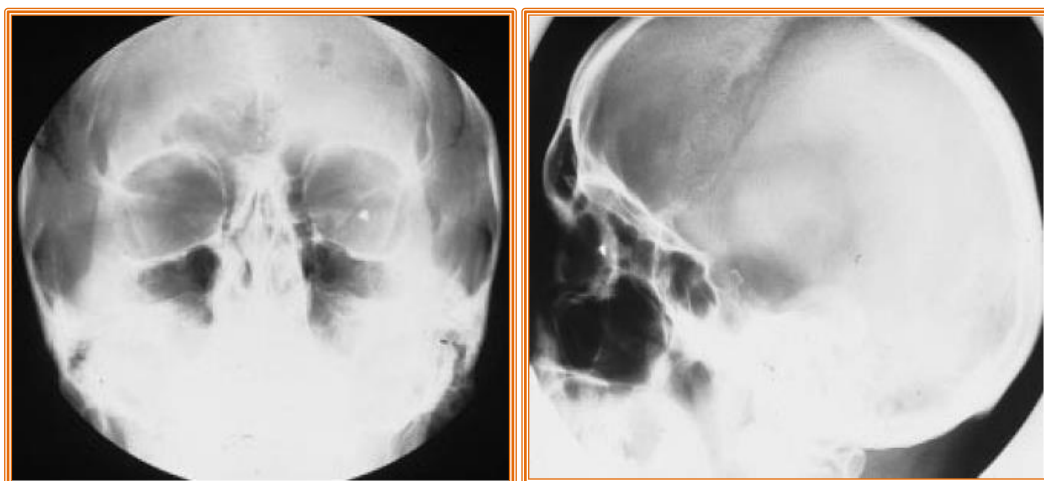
Radiographies de face et de profil d'un CEIO [35]
